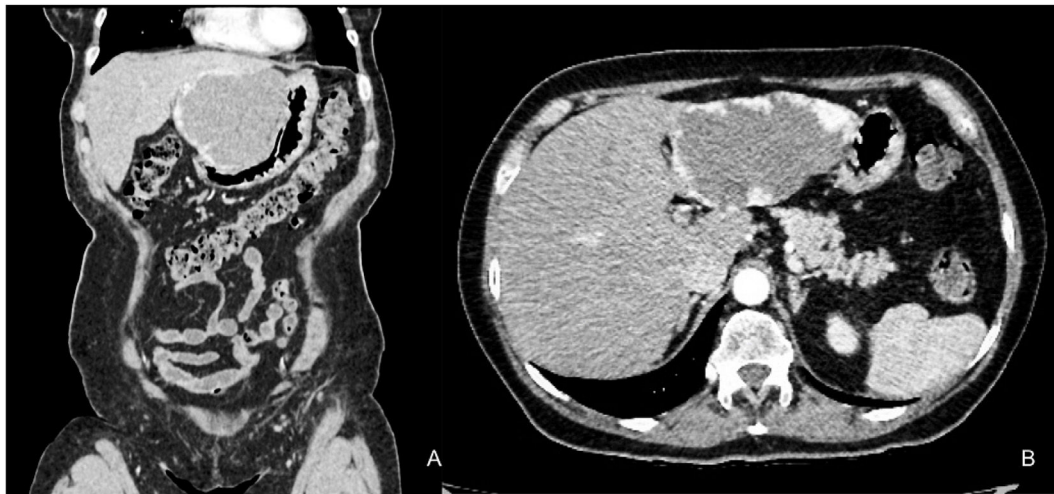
Tomografía axial computarizada trifásica en fase arterial donde se aprecia hemangioma en segmentos II y III, de 95 x 98 x 90 mm en sus tres ejes. A) Corte coronal. B) Corte axial.
